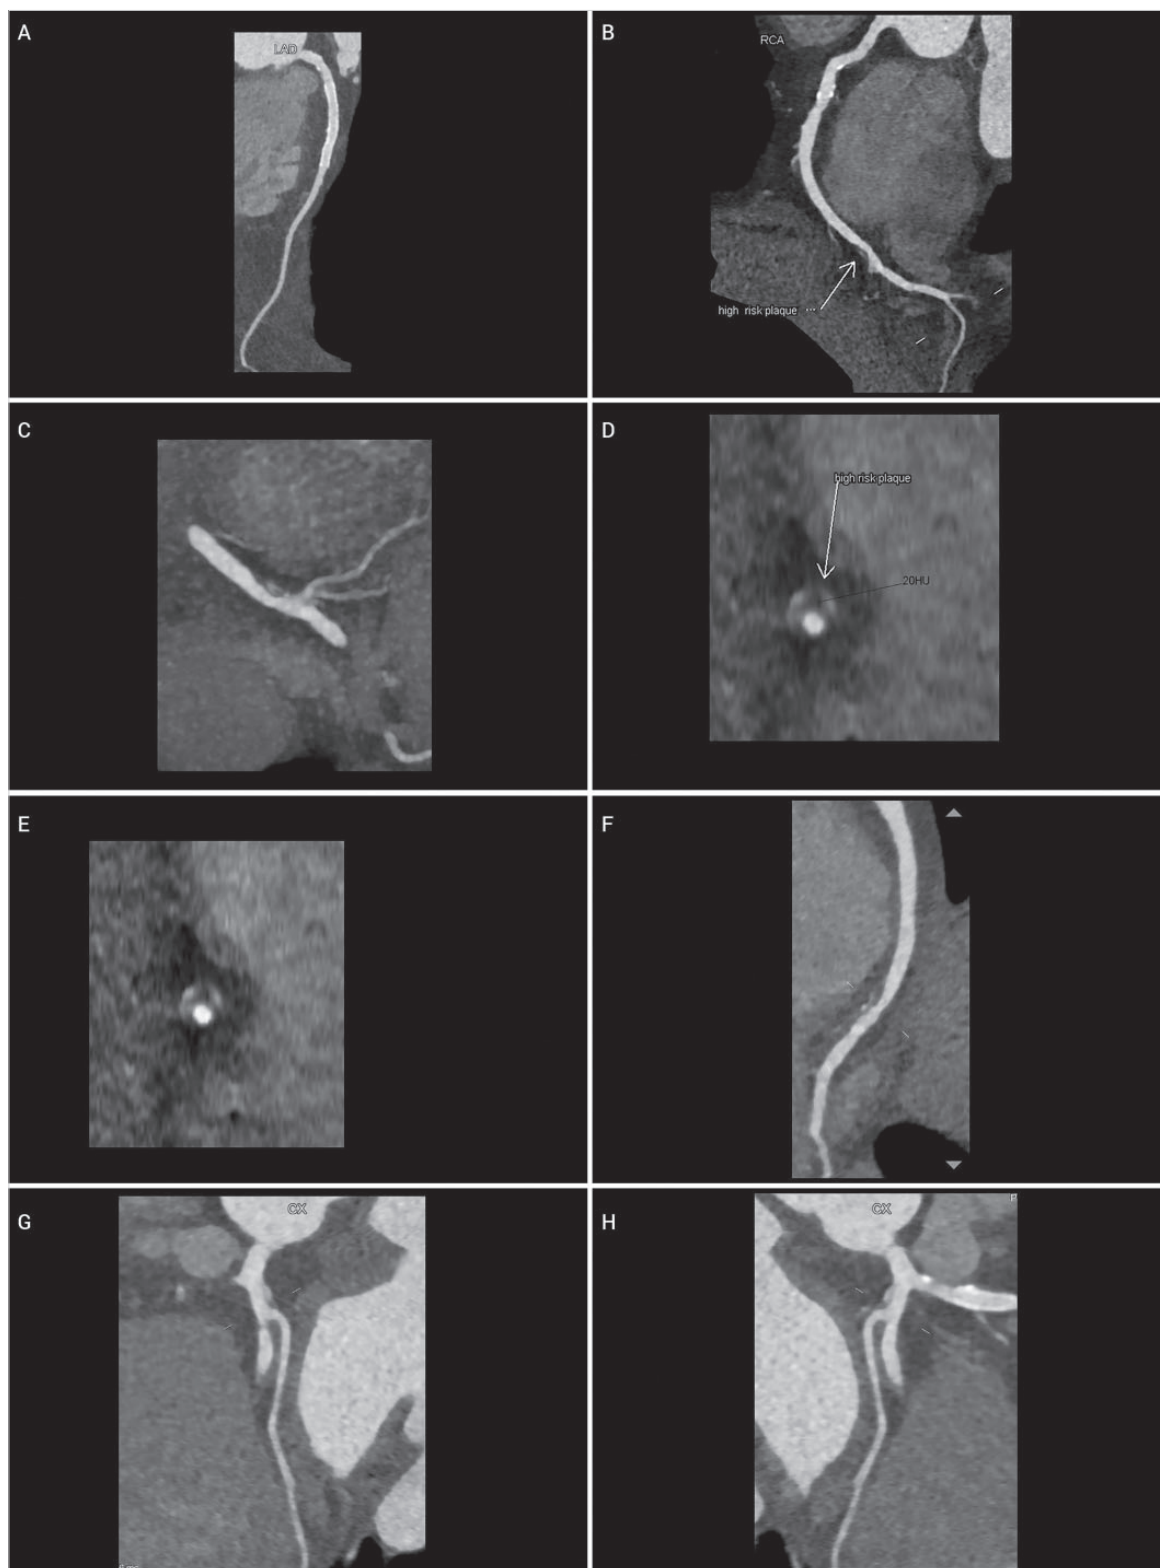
Male patient, 58 years old, with previously diagnosed coronary artery disease and a stent in the proximal left anterior descending artery referred to cardiac computed tomography angiography due to atypical chest symptoms and palpitations. Cardiac computed tomography angiography showed a stent in left anterior descending artery and non-obstructive non-calcified plaque in the distal right coronary artery (A, B C). Detailed plaque analysis in the distal right coronary artery revealed high-risk plaque features – positive remodeling (remodeling index >1.1) with low attenuation values (20 Hounsfield units), and napkin-ring sign (D, E, F). Additionally, non-obstructive fibrous plaque with positive remodeling and attenuation values >30 hounsfield units was revealed in the proximal circumflex artery (G, H). LAD = Left Anterior Descending Artery; RCA = Right Coronary Artery; Cx = Circumflex Artery; HU = Hounsfield Units.
